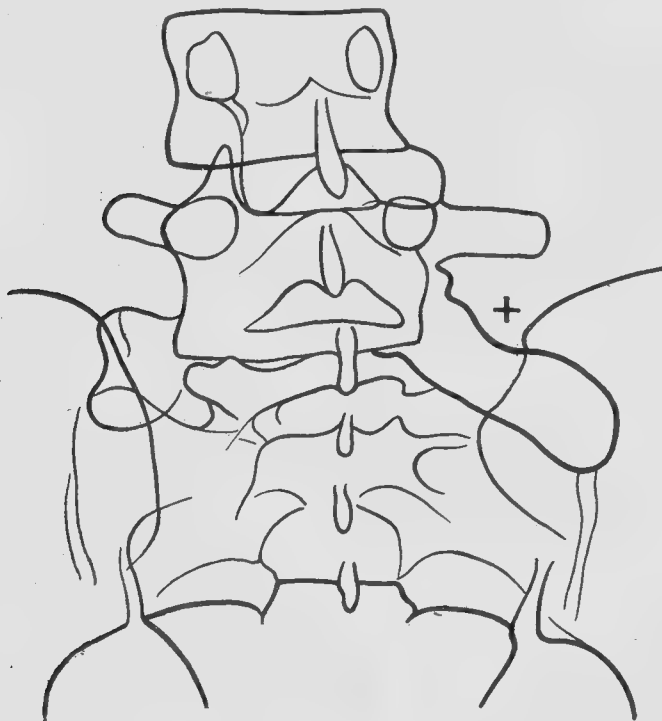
Radiographie faite huit mois après l'opération.
